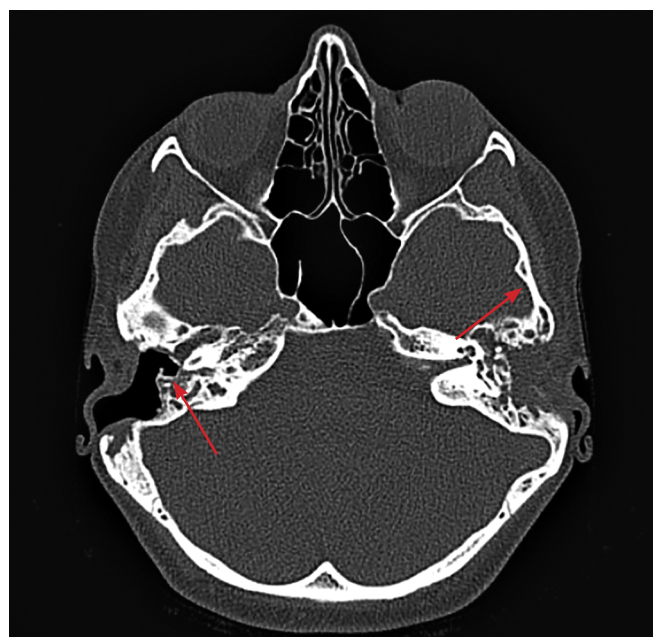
КТ головы от 2020 года, стрелками указаны атрезированные наружные слуховые проходы
